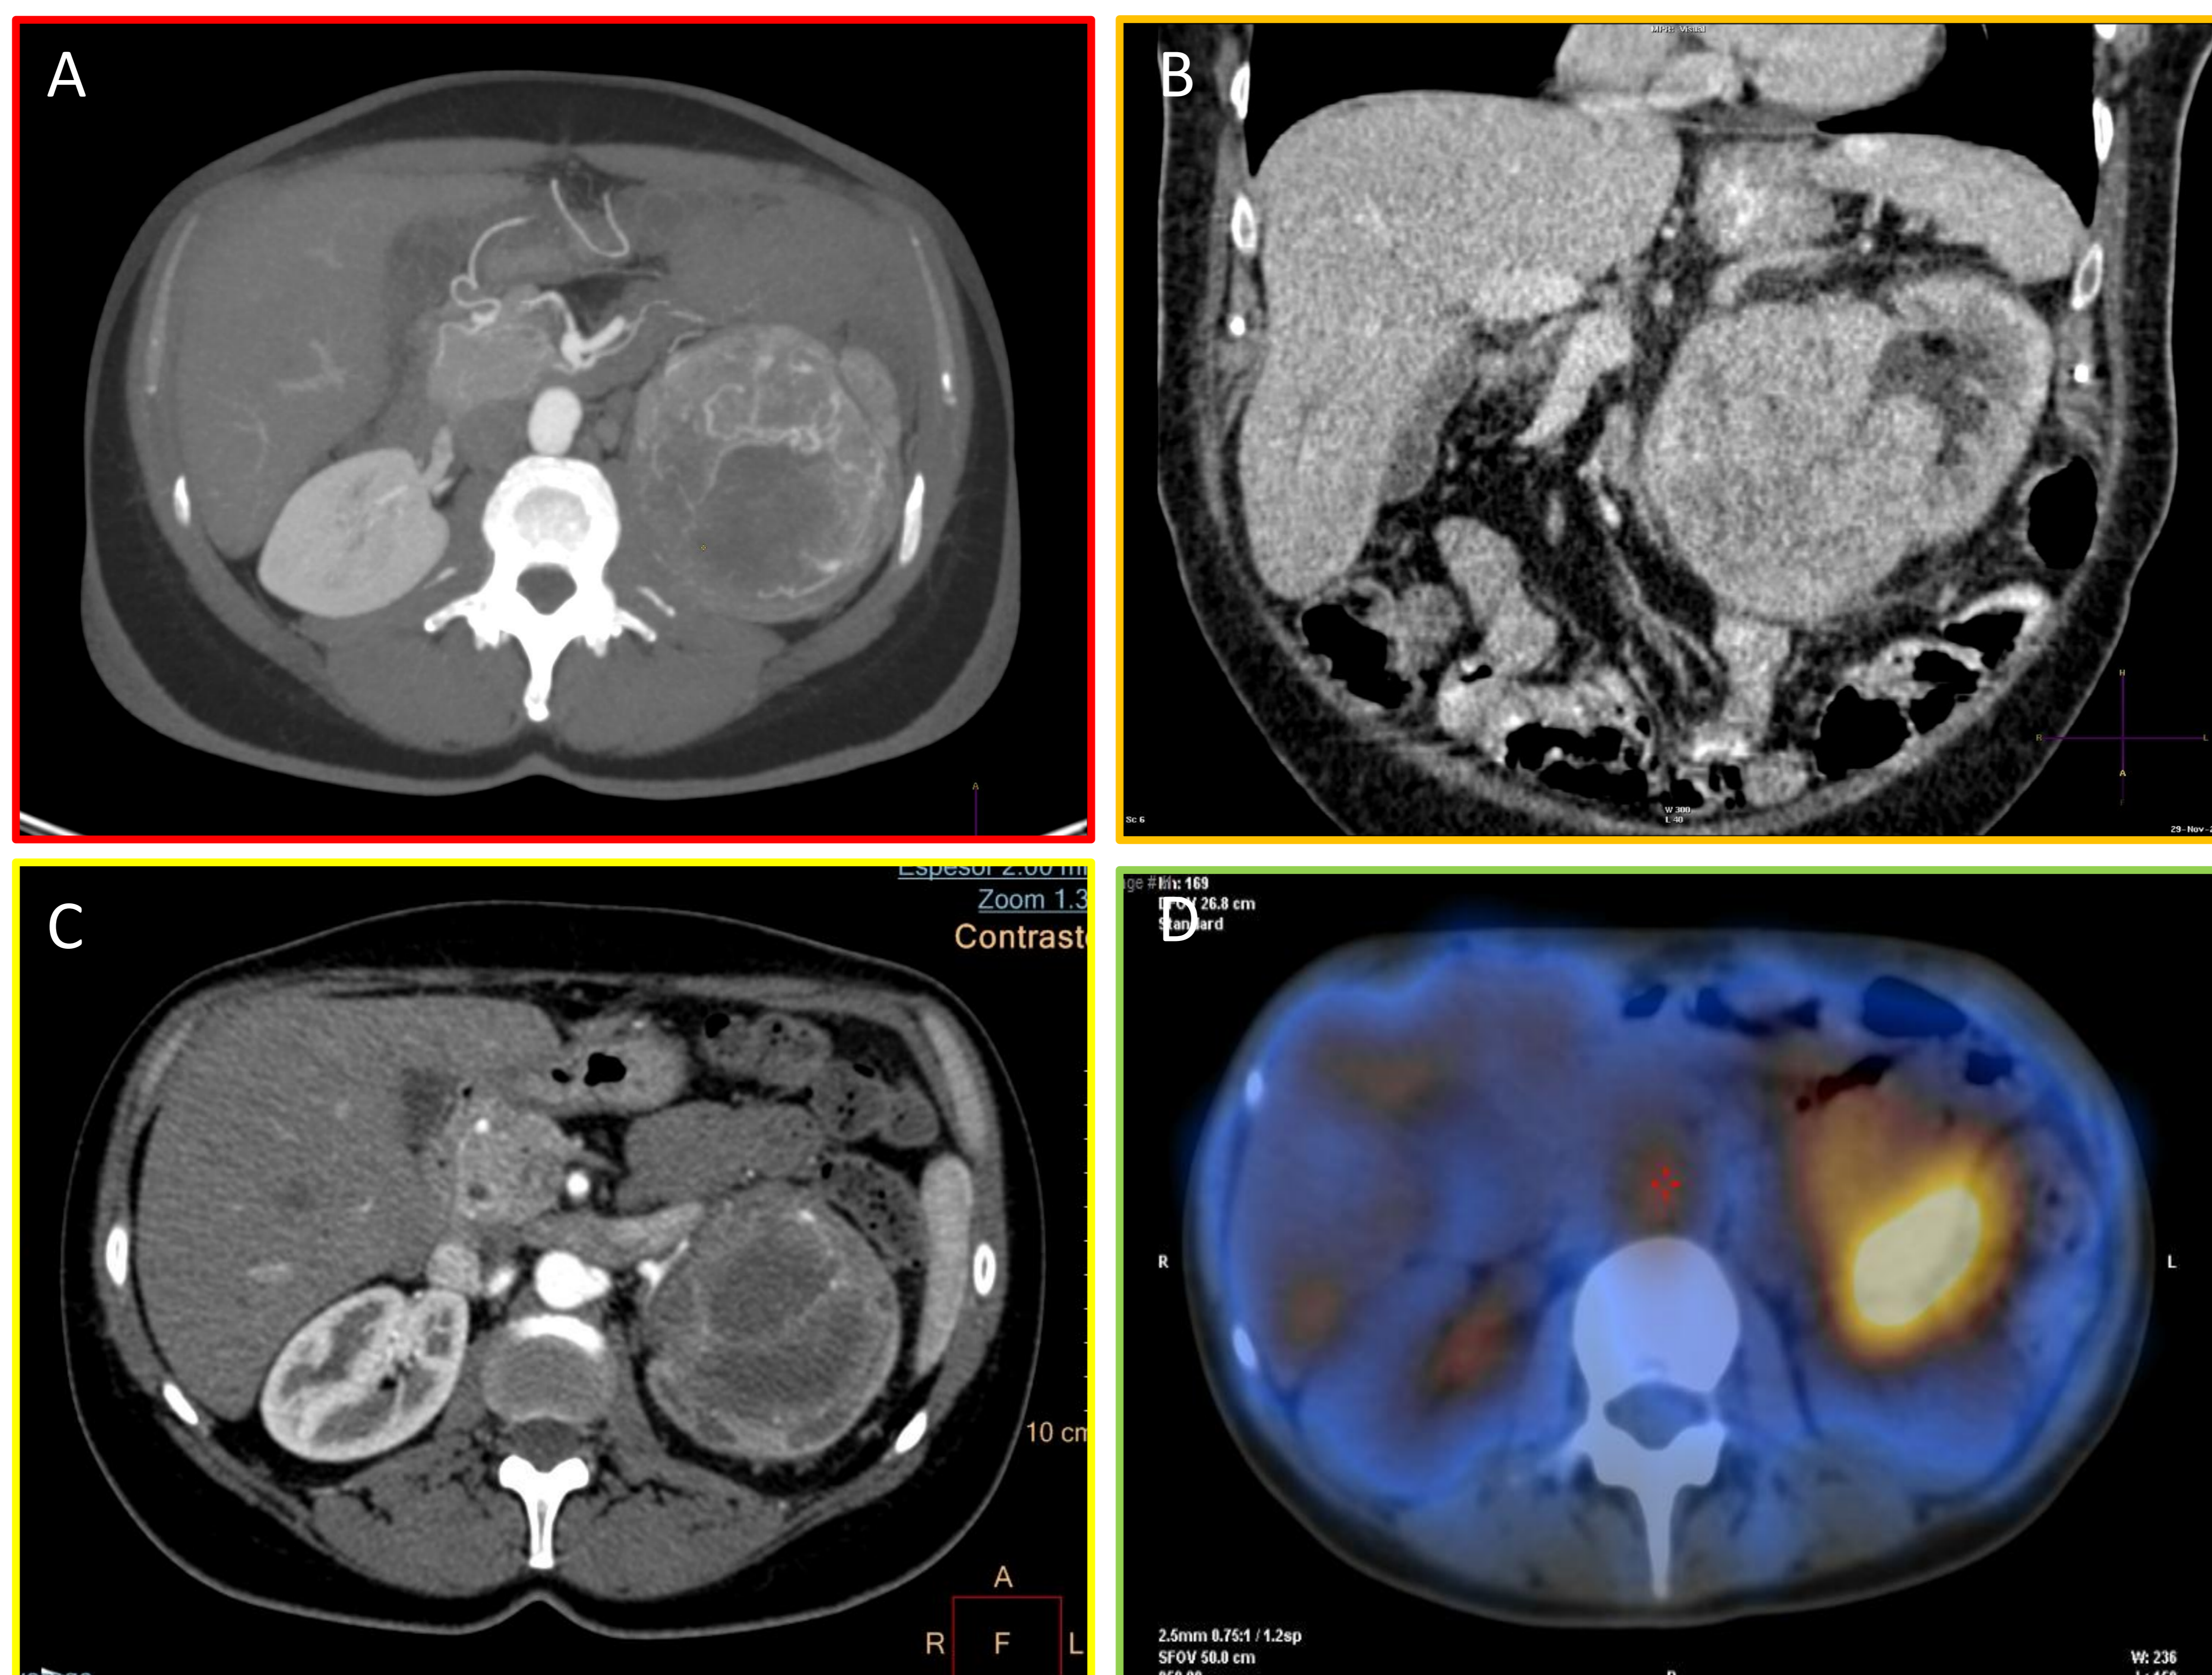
Diferentes manifestaciones del sarcoma renal en las técnicas de imagen TC (A-C) y PET-TC (D).
